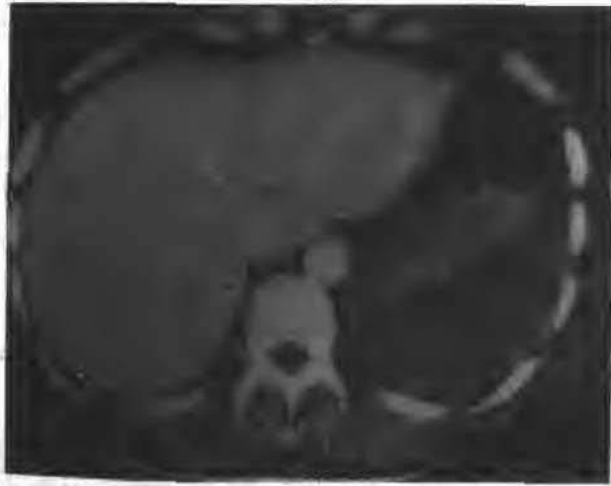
外伤性脾动脉栓塞(CT 增强后脾不强化、脾梗死)
